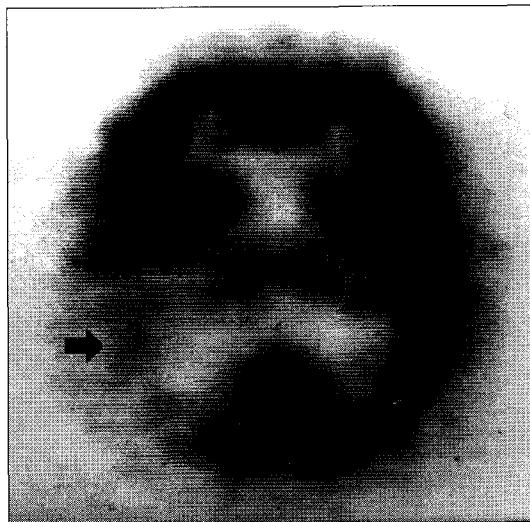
Images of SPECT of case No 17
